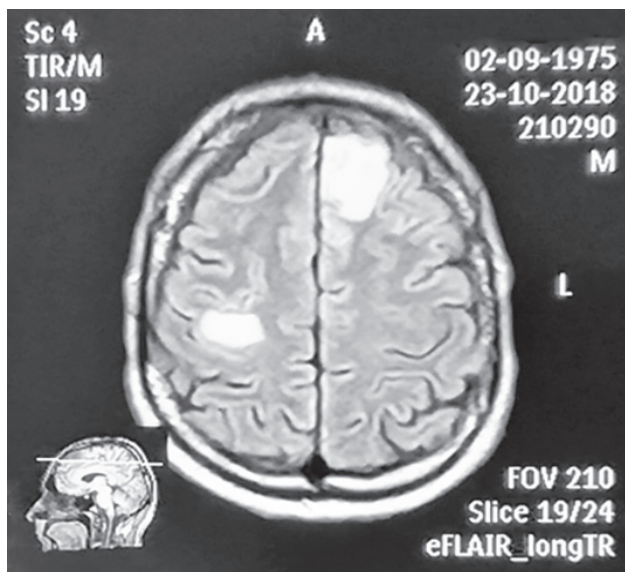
МРТ головного мозку на момент розвитку СВІС (ліворуч) та через 2,5 місяці лікування (праворуч)
